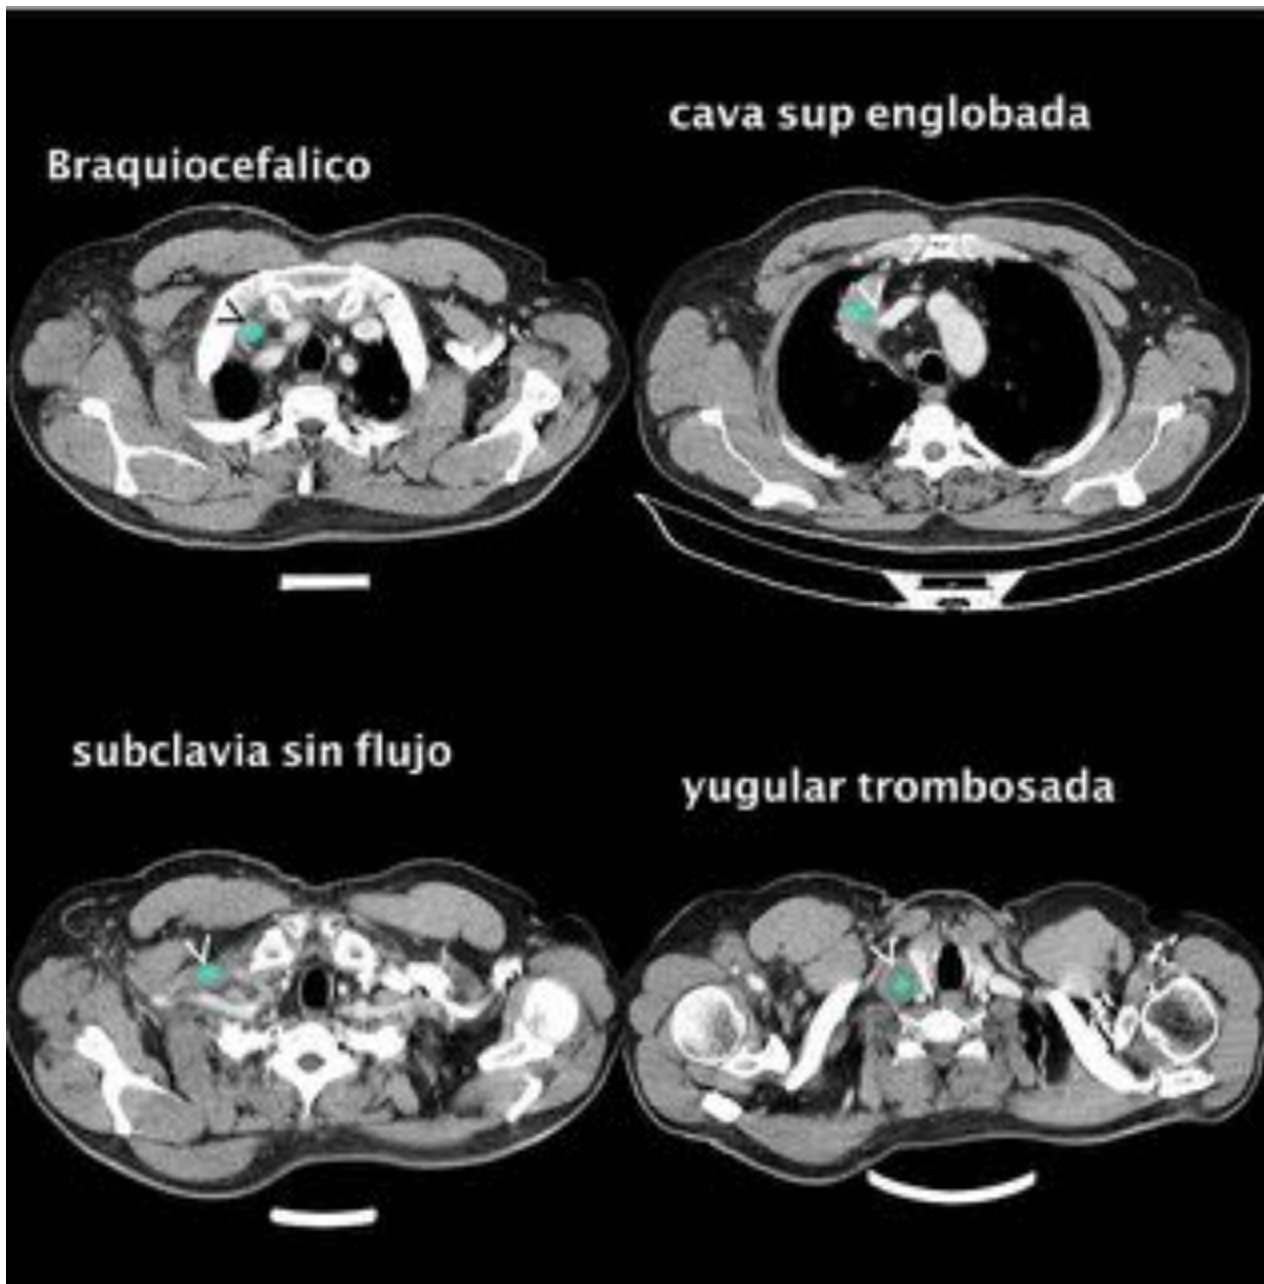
TC toráx con contraste iv. Masa pulmonar apical derecha que engloba e infiltra: tronco venoso braquiocefálico ipsilateral, VCS proximal, vena subclavia y vena yugular derechas.
